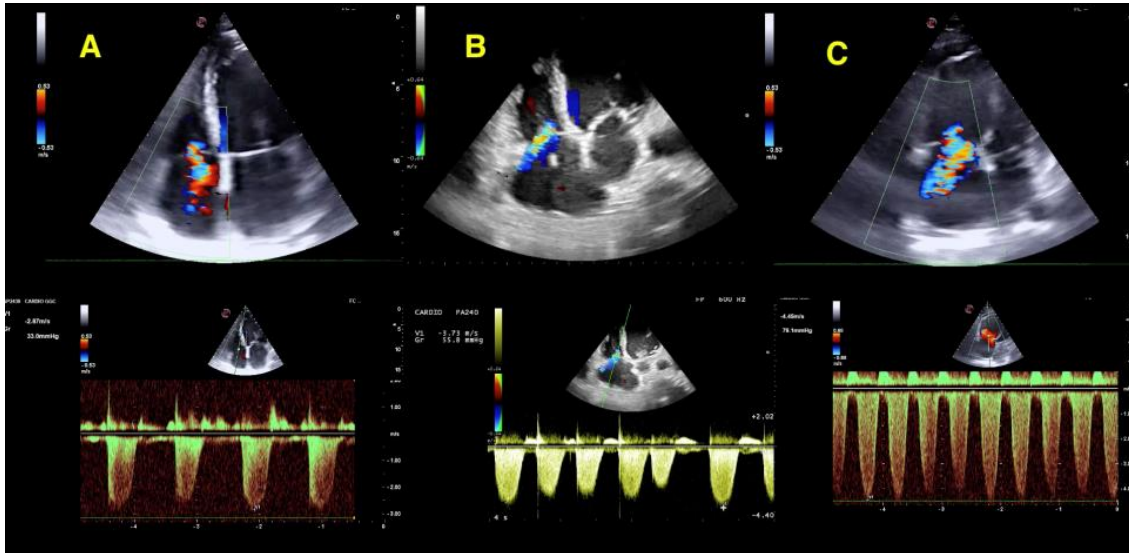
Medición de hipertensión pulmonar leve, moderada y severa con doppler continuo
